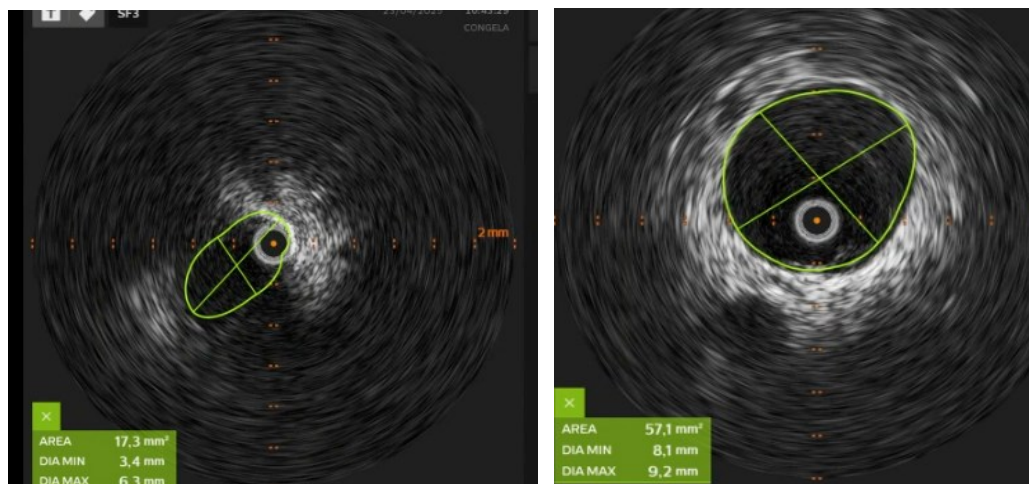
Immagine ultrasonografiche intraoperatorie ottenute con l'IVUS. A sinistra, si osserva una vena centrale stenotica. A destra, lo stesso vaso in seguito al trattamento. Si noti la precisione delle misurazioni e il dettaglio morfologico della parete del vaso che l'IVUS restituisce.
